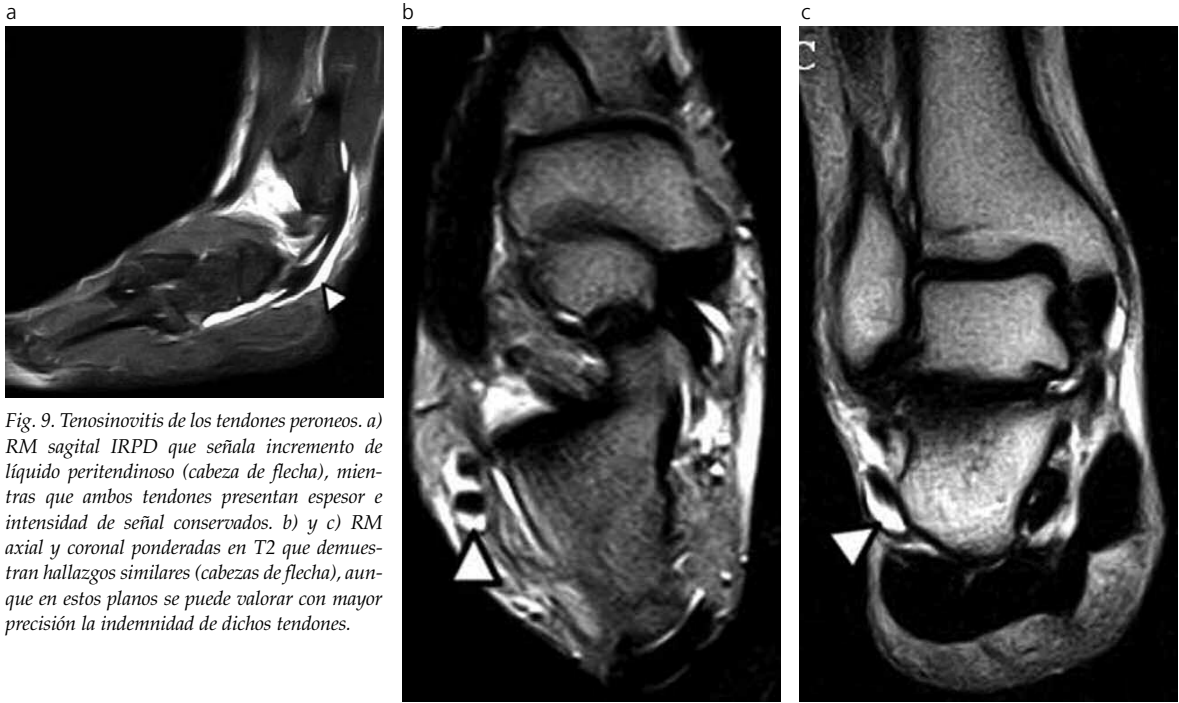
Tenosinovitis de los tendones peroneos. a) RM sagital IRPD que señala incremento de líquido peritendinoso (cabeza de flecha), mientras que ambos tendones presentan espesor e intensidad de señal conservados. b) y c) RM axial y coronal ponderadas en T2 que demuestran hallazgos similares (cabezas de flecha), aunque en estos planos se puede valorar con mayor precisión la indemunidad de dichos tendones.
